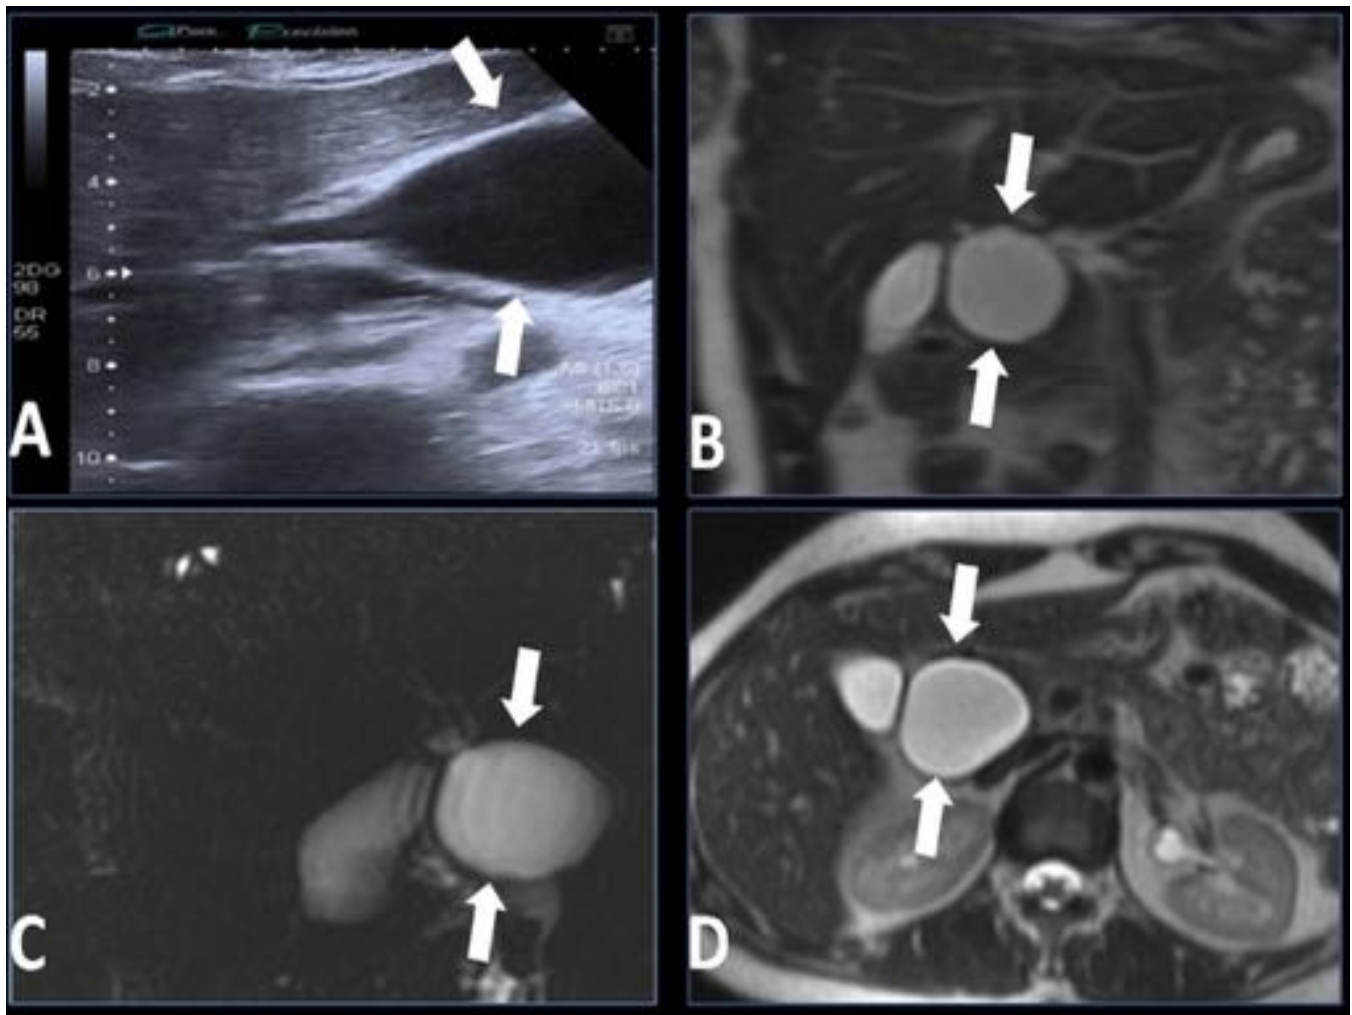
Quiste de colédoco tipo I, como hallazgo casual durante la realización de una ecografía a una paciente de 35 años. (A) Ecografía.(C) Colangiografía RM. (B y D) Cortes coronal y axial potenciados en T2 donde se aprecia una dilatación al inicio del colédoco (flechas).
